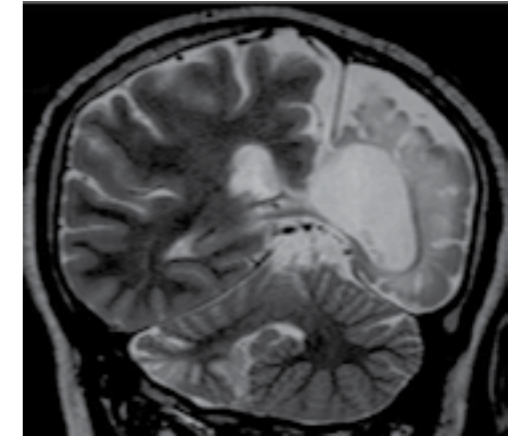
Coronal T2-weighted images demonstrate diffuse right cerebellar atrophy and diffuse left cerebral hemiatrophy.
